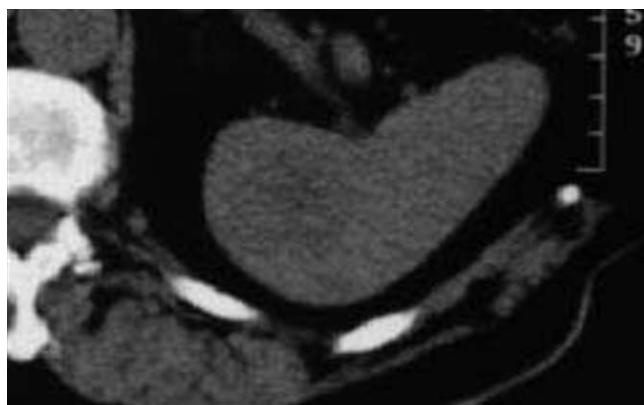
Découverte fortuite échographique d'un nodule splénique. Contrôles itératifs : absence d'évolutivité sur 4 ans de recul. Diagnostic probable : angiome capillaire. A : TDM sans injection. Plaque faiblement hypodense. 3B : TDM avec injection, formation nodulaire hyper-vasculaire avec remplissage centripète. C : TDM avec injection au temps tardif, homogénéisation sauf une zone centrale restant hypodense.
